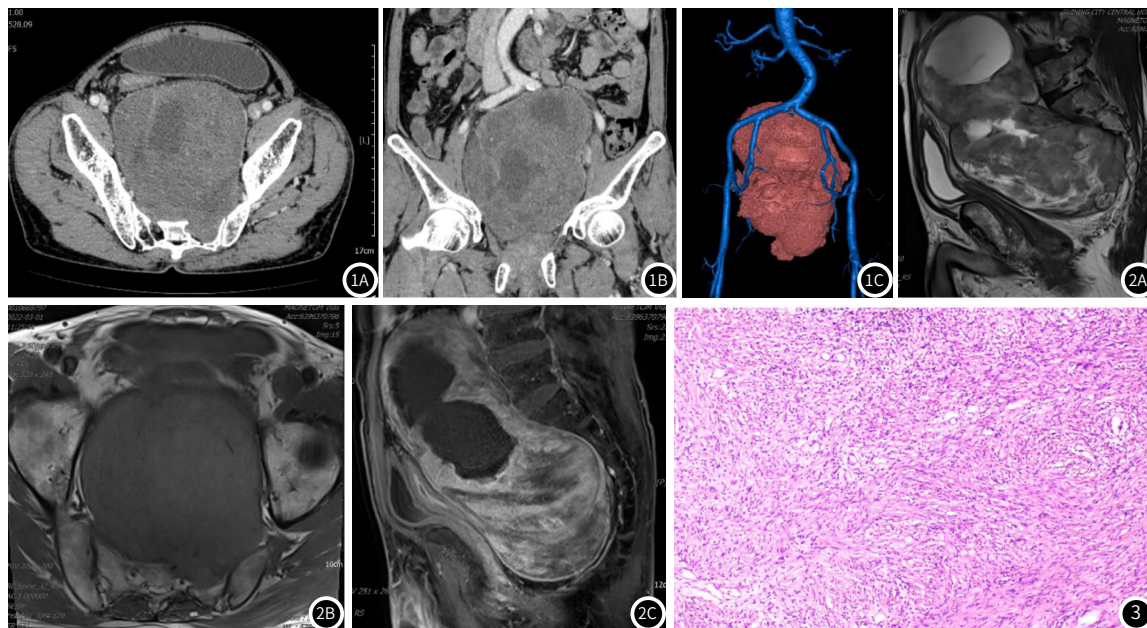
图1C 盆腔巨大神经鞘瘤CT图像; 图1A-图1B 轴位及冠状位增强图像可见盆腔内巨大肿块, 边界尚清楚, 其内密度欠均, 内见低密度液化坏死区, 肿瘤延伸至左侧骶孔内。图1C 血管三维重建可见肿瘤位于双侧髂总动脉下方, 双侧髂总动脉分叉角增大。
